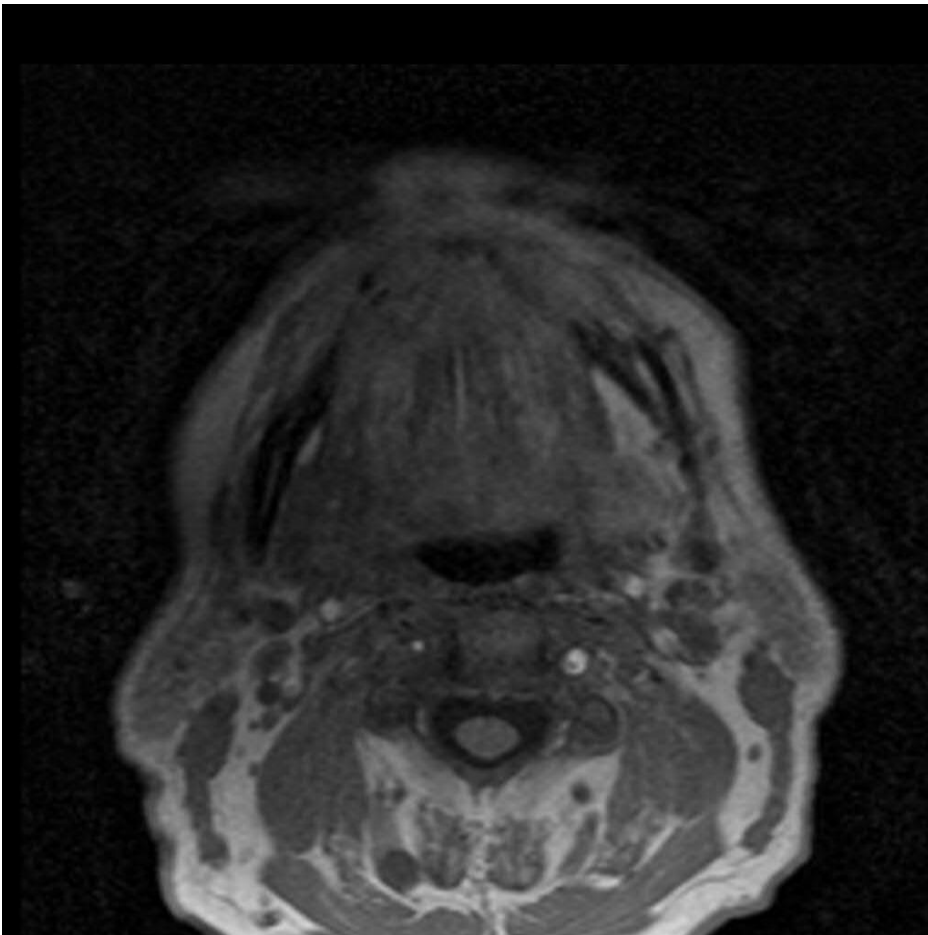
Bewegungsartefakte in der MRT: Zunge, Zungengrund und Lippen werden nicht scharf abgebildet
